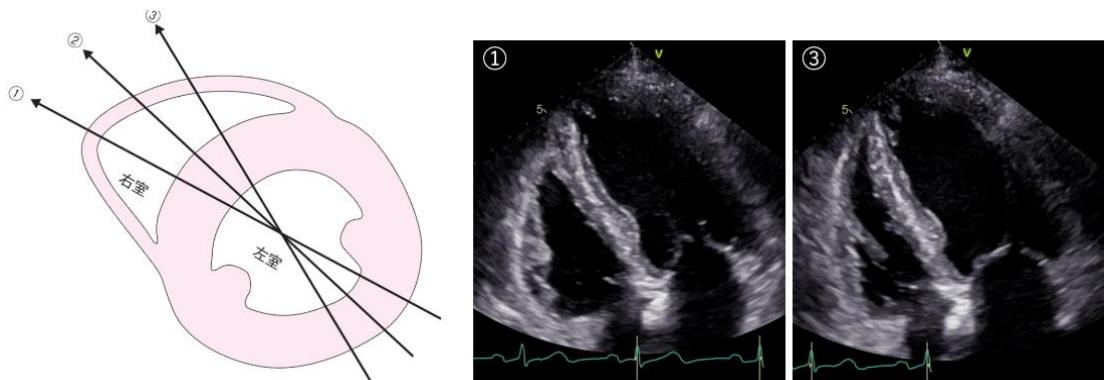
RV-focused apical 4ch view
